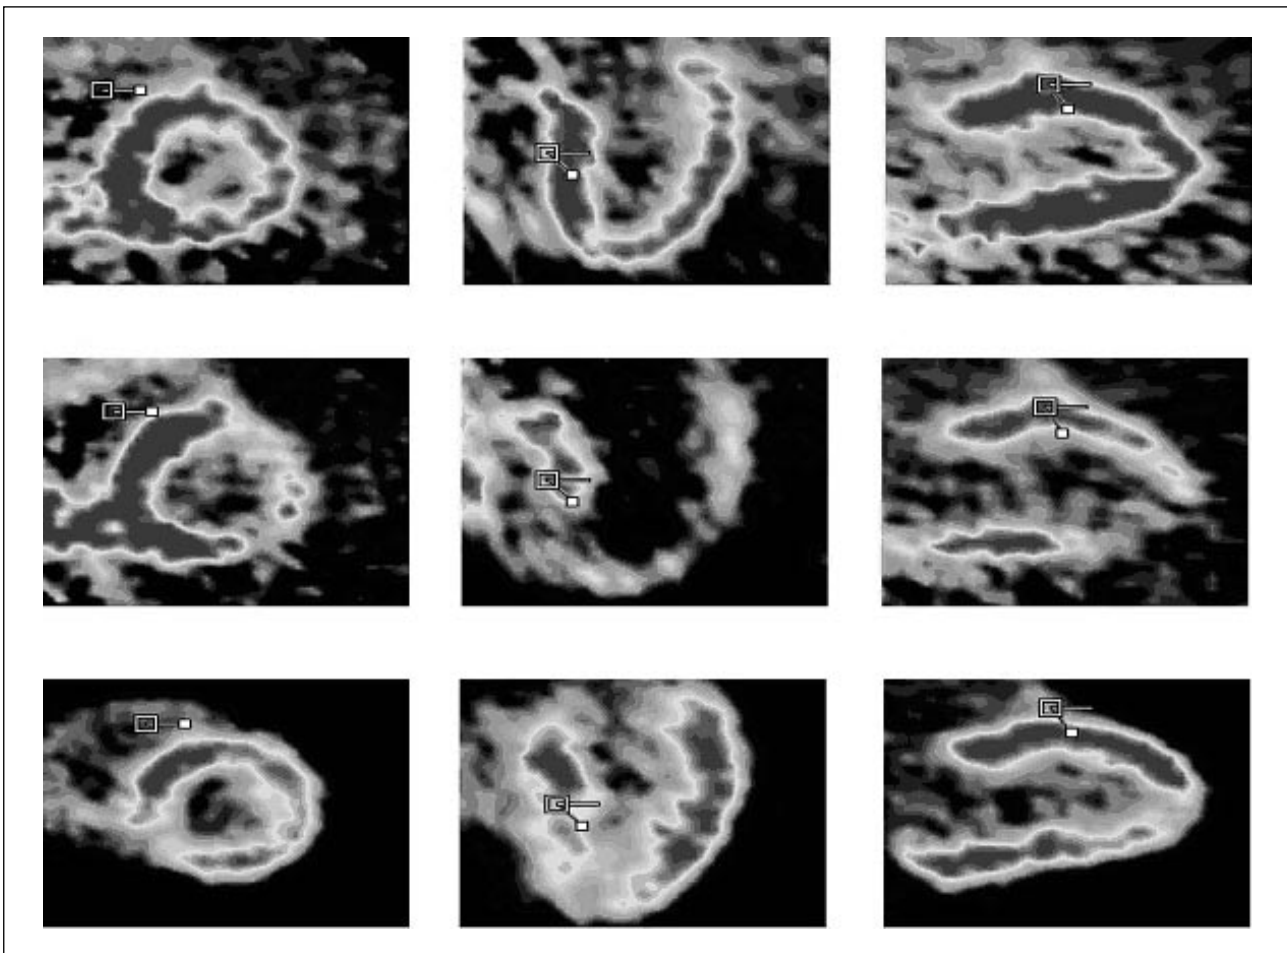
Das Herz: [18F]FDG Aufnahme und Blutfluss ([13N]Ammoniak)
